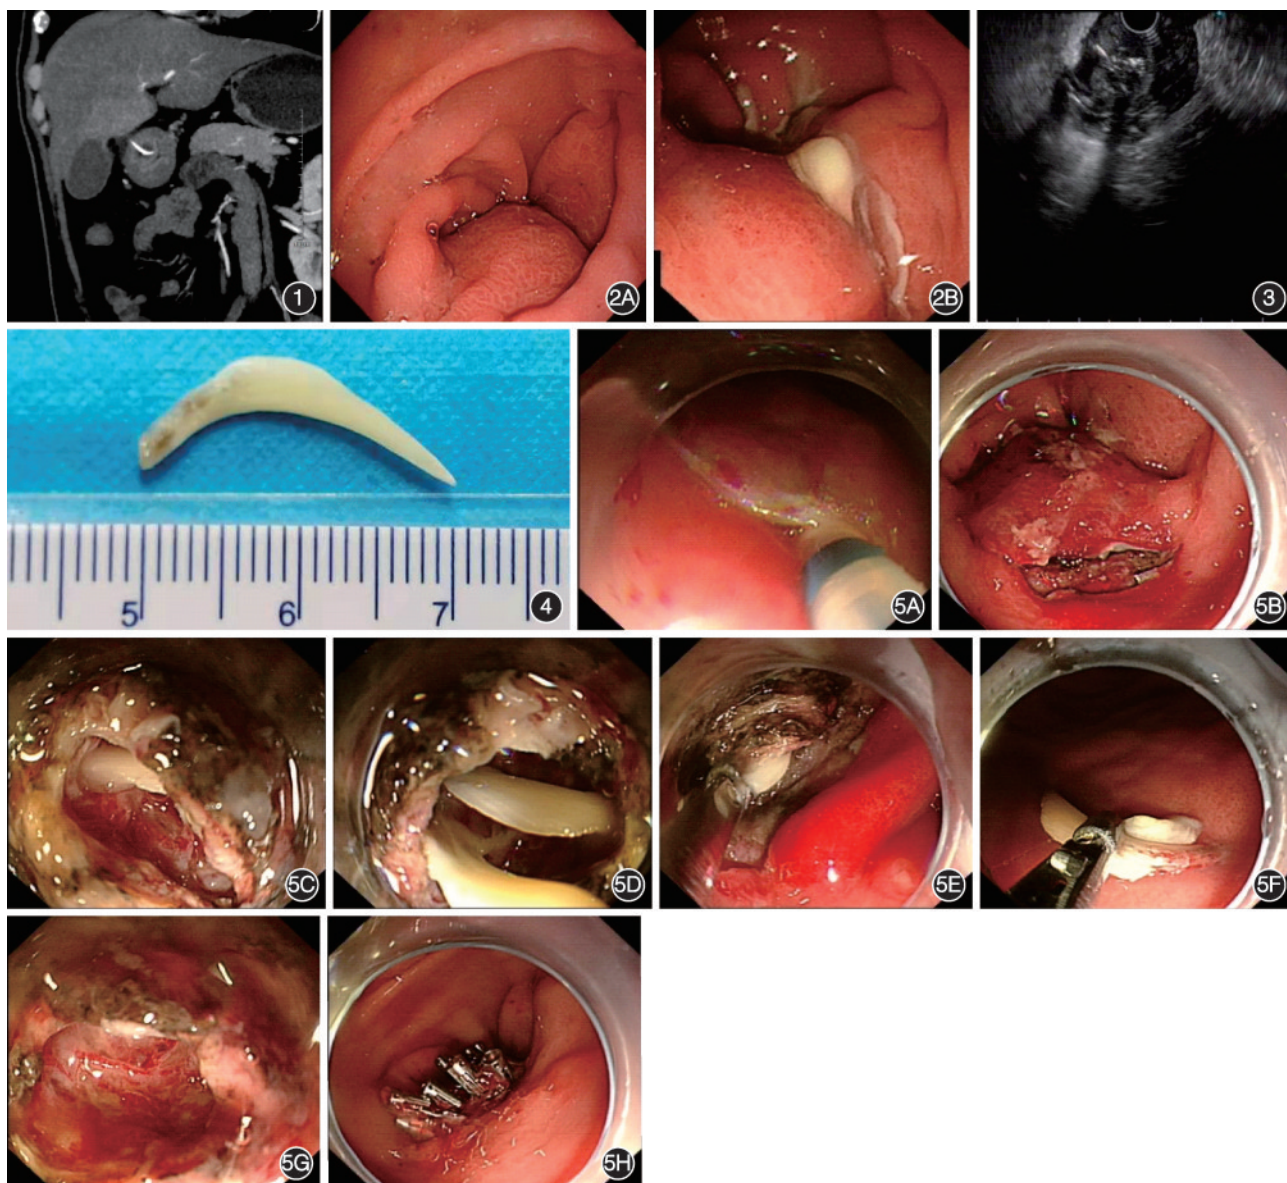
腹部CT提示胃窦部明显增厚,可见针状高密度影,增强扫描轻度不均匀强化 图2 胃镜检查 2A:胃窦部隆起性病变,表面充血水肿,顶端一凹陷糜烂灶;2B:活检钳触压病变,可见大量白色脓性物 图3 内镜超声检查见胃窦部壁内不规则强回声条状物,位于黏膜下层 图4 取出的甲鱼骨 图5 内镜下隧道法取出甲鱼骨过程 5A:距肿物口侧3 cm切开黏膜;5B:建立隧道开口;5C~5E:镜身沿黏膜下潜行,暴露异物;5F:异物钳夹取出异物;5G:冲洗脓腔;5H:金属夹封闭创面
